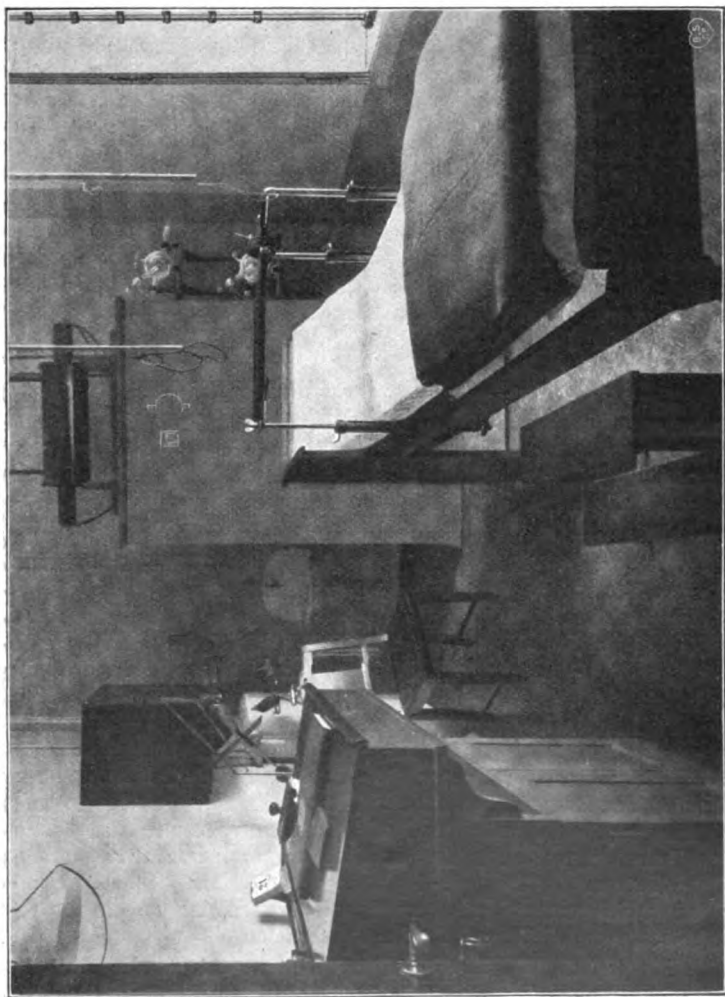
Gesamtübersicht des Röntgenzimmers.
